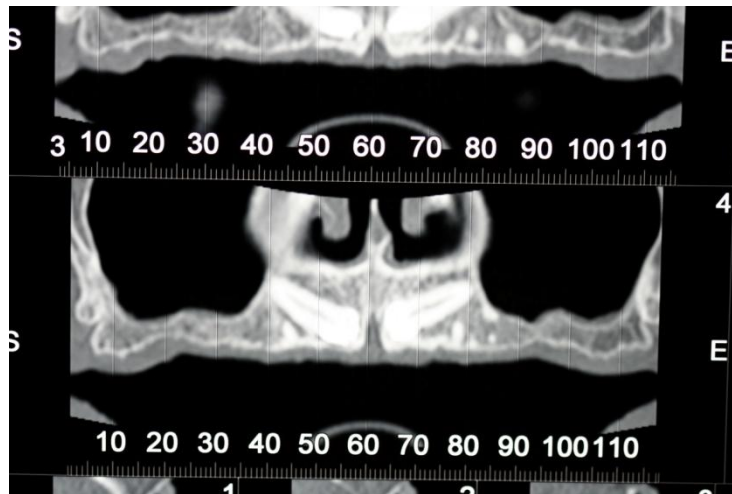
Tomografia axial computadorizada apresentando inclusão bilateral
